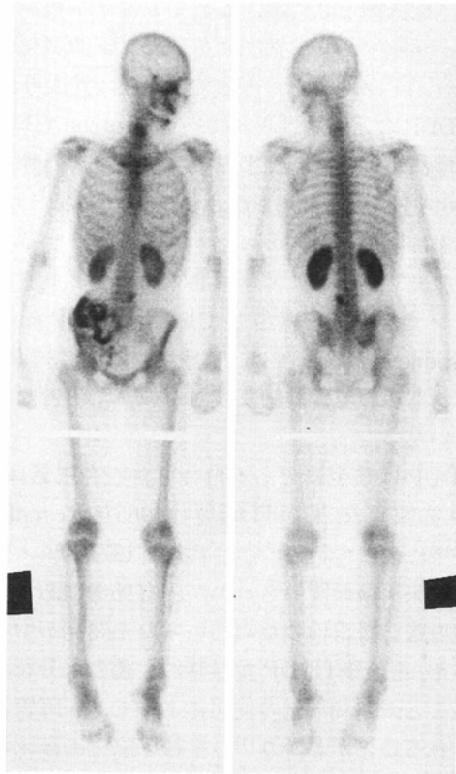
56-year-old female with bladder cancer. Bone scintigraphy was performed 14 days after administration of 750mg of CDDP. Bone scintigraphy shows markedly increased accumulation of the radiopharmaceuticals the kidneys, which is so called "hot kidneys".
